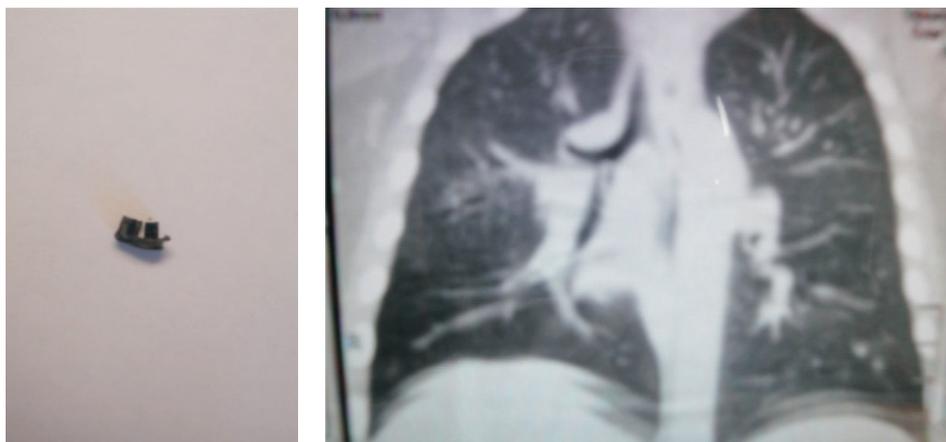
Инородное тело, удаленное из правого межуточного бронха, и МСКТ органов грудной клетки пациента Л. (фронтальный срез, в проекции межуточного бронха правого легкого определяется инородное тело)
